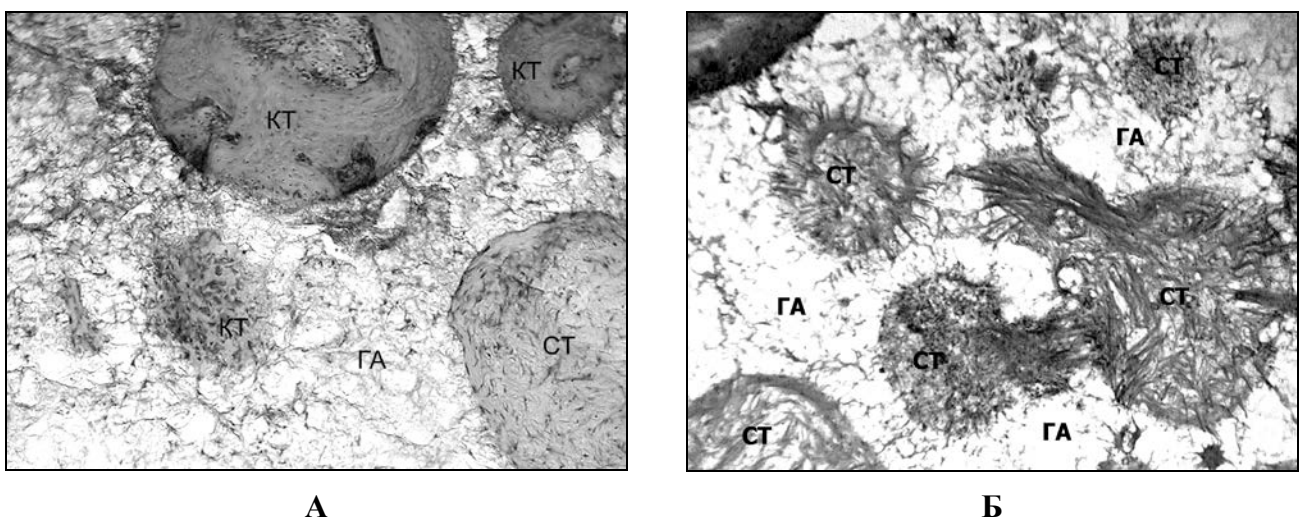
Кісткова тканина (КТ) та сполучна тканина (СТ), що утворені в поверхневих порах зразків гідроксилапатиту (ГА): А) імплантат з ККМ щурів контрольної групи (5-місячна стандартна дієта), реципієнт – щур контрольної групи. Гематоксилин та еозин. Ок.10, об.25; Б) колагенові волокна в імплантаті з ККМ щурів дослідної групи (11-місячна низькокальцієва
